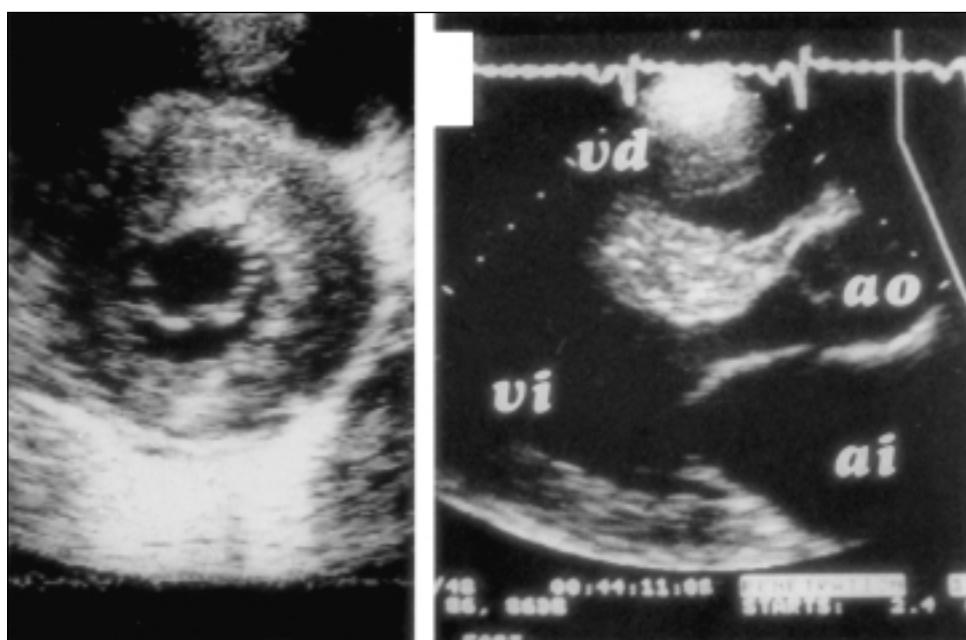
Ecocardiograma bidimensional en eje corto (izquierdo) y eje largo paraesternal (derecha) de un paciente con miocardiopatía hipertrófica. VI = Ventrículo izquierdo. VD = Ventrículo derecho. Ao = Aorta. AI = Aurícula izquierda.
